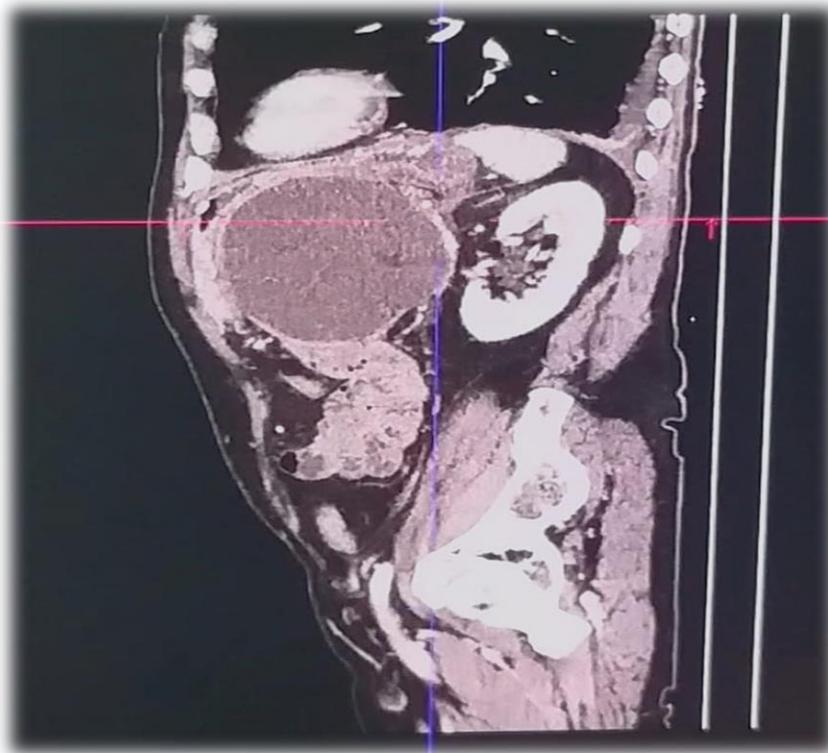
Corte sagital de tomografía abdominal donde se observa pseudoquiste pancreático, que comprime y desplaza el estómago, ocasionado por efecto de masa
